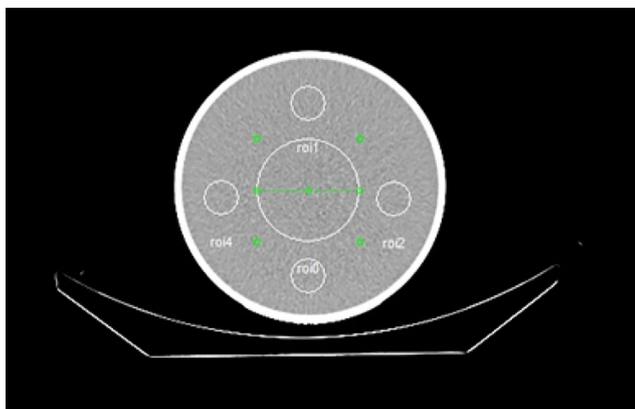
Acquisition TDM d'un fantôme d'eau en coupe axiale et régions d'intérêt utilisées (centrale et périphériques).
